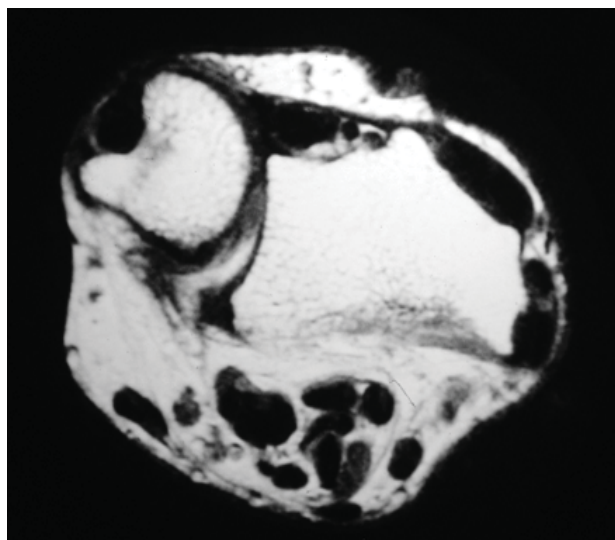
Tomografia computerizată a articulației mâinii
